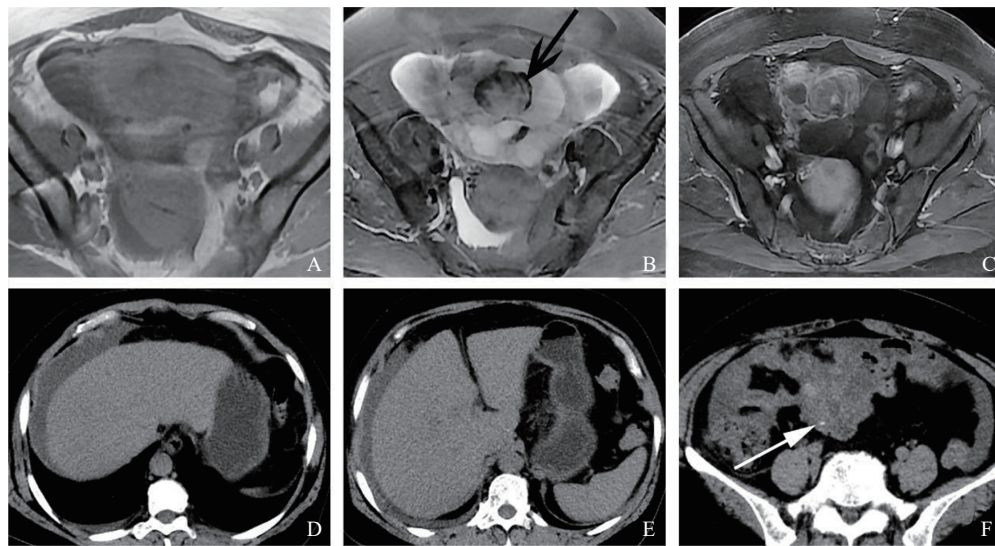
卵巢甲状腺肿 (struma ovarii, SO) 患者MRI及CT图像
